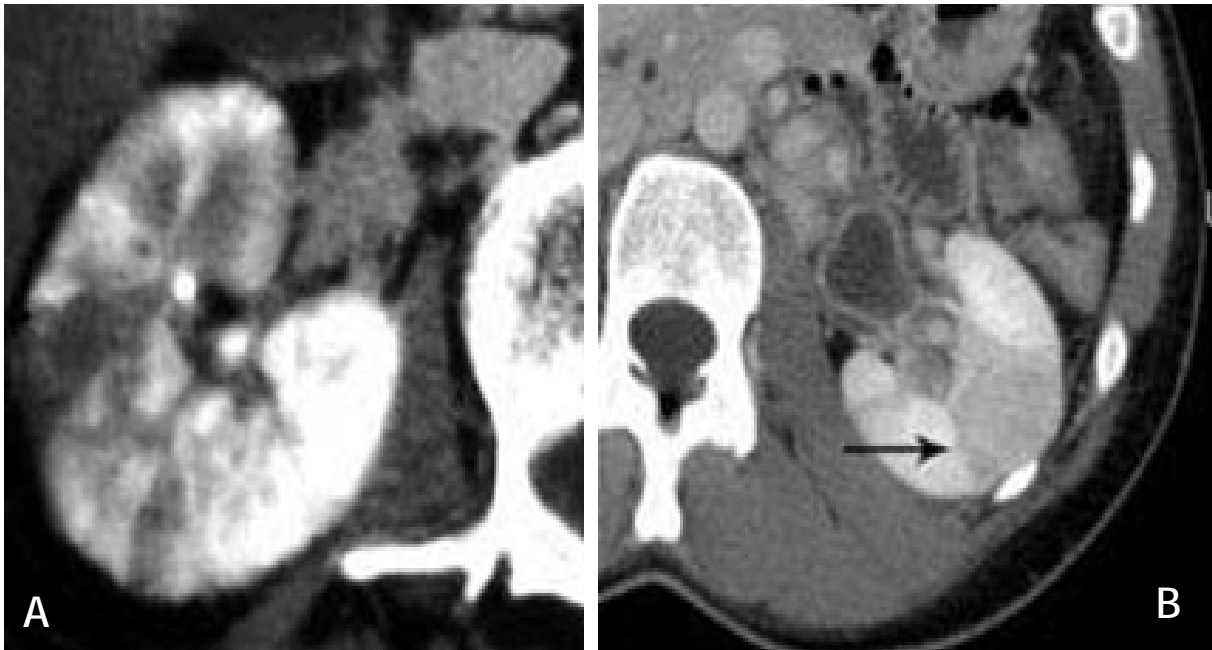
Aspect TDM d'une pyélonéphrite aiguë, Territoire cortical hypodense triangulaire à limites nettes (A), parfois à limites bombantes (B) lors de la phase néphrographique. [40]
